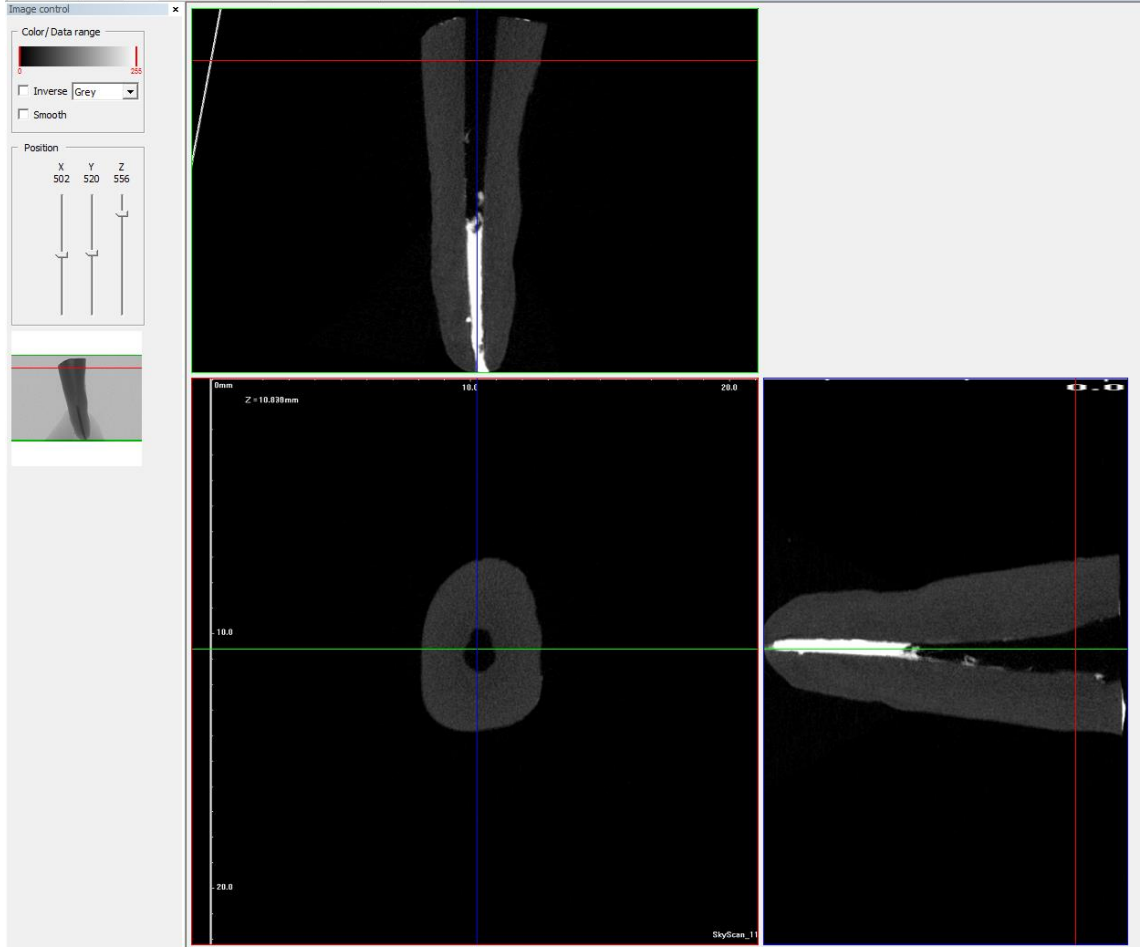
RT2 elmas kaplı ultrasonik uç
